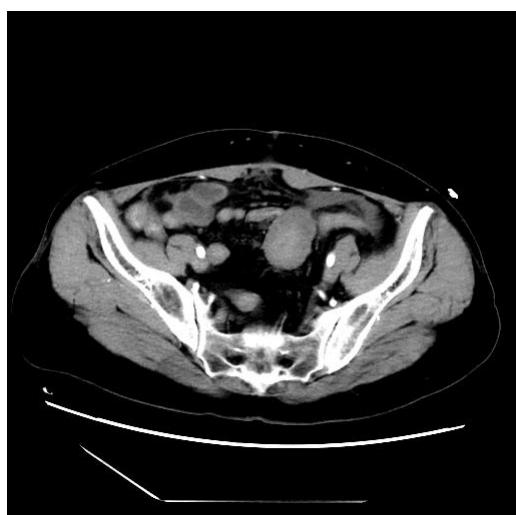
盆腔CT轴位见团块状高、低混杂密度肿物影
